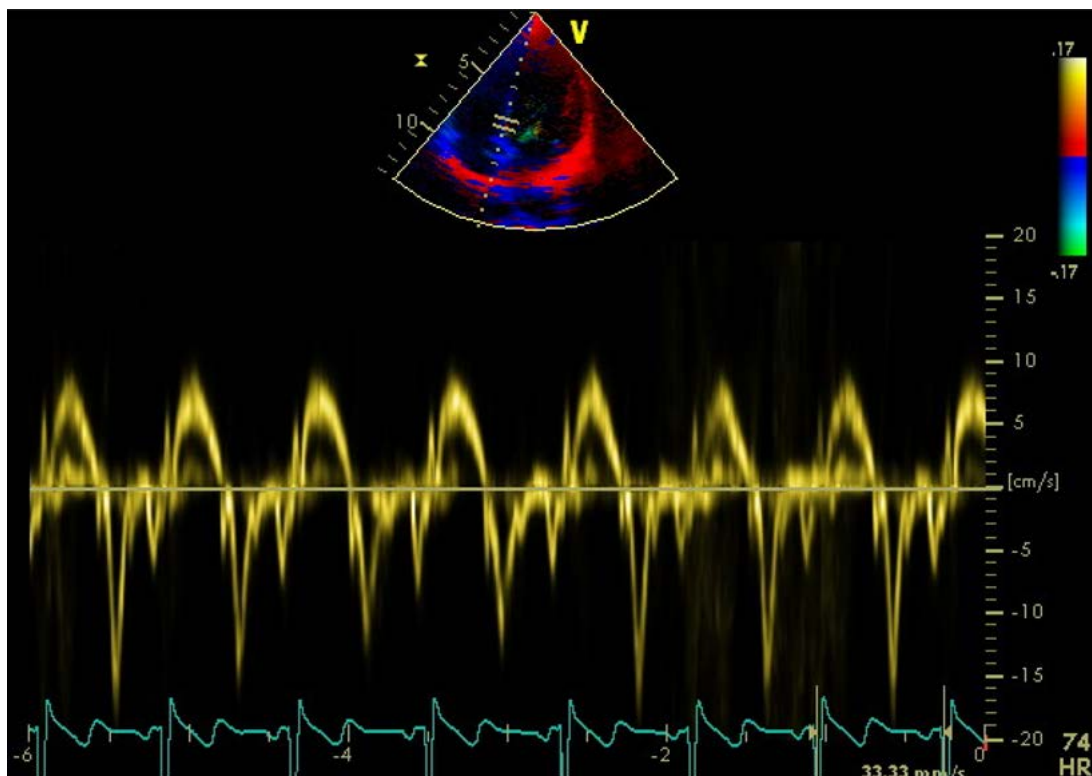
Positionnement de la région d'intérêt utilisée pour évaluer les vitesses septales en échographie cardiaque Doppler (*en haut*). L'observateur utilise la vue 4 cavités présentée dans la partie supérieure de l'image pour positionner le volume de mesure (voir entre les 2 barres) sur le segment septal basal du ventricule droit et obtient immédiatement la forme de la courbe. La contraction isovolumique (I), l'éjection systolique (S) et la longueur du cycle cardiaque sont identifiés et leurs durées sont utilisées pour les mesures de temps. La longueur d'un cycle cardiaque (le délai entre deux débuts de contraction isovolumique) est indiquée par une flèche blanche.
